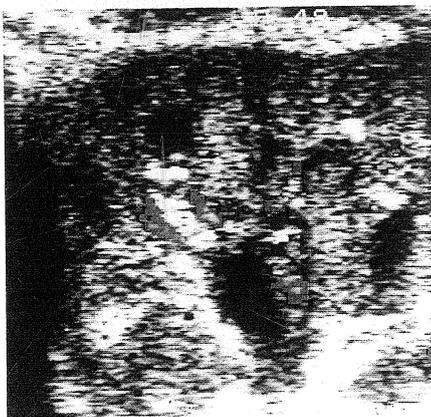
Farbkodierte Doppler-Sonographie eines Nierentransplantates bei akut vaskulärer Abstoßung: Nur die zentralen Nierengefäße (im Sinusbereich) kommen zur Darstellung.
